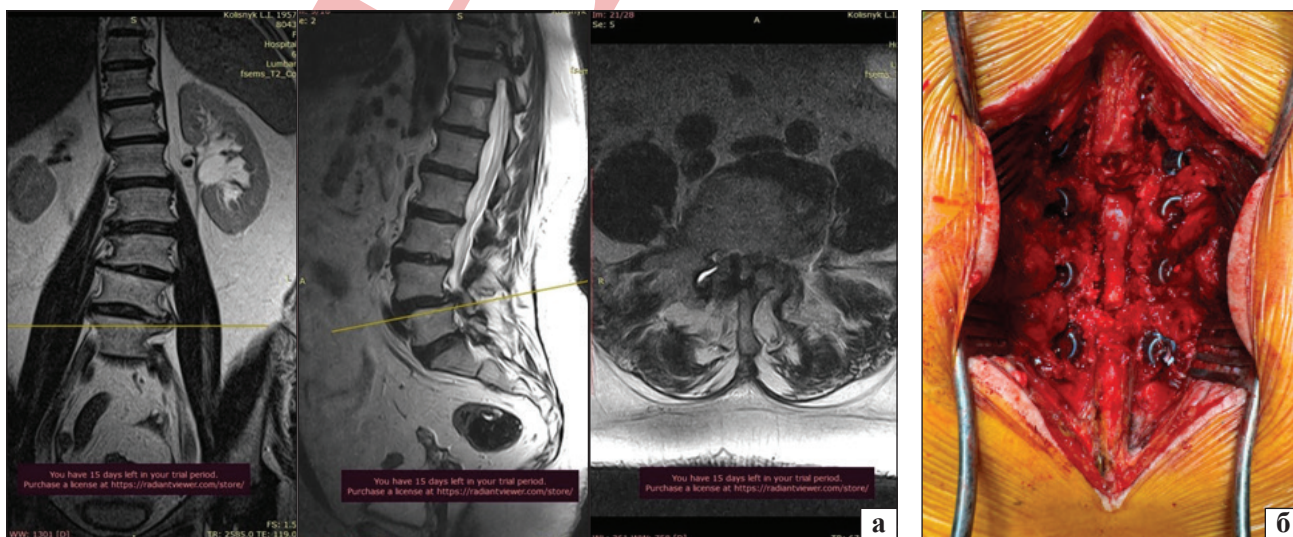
Магнітно-резонансна томографія поперекового відділу хребта (а) у фронтальній, бічній та аксіальній проєкціях пацієнтки з дегенеративним поперековим сколіозом на рівнях L_{IV}, L_V та вигляд операційної рани (б) після декомпресії хребтового каналу та фіксації транспедикулярними гвинтами
